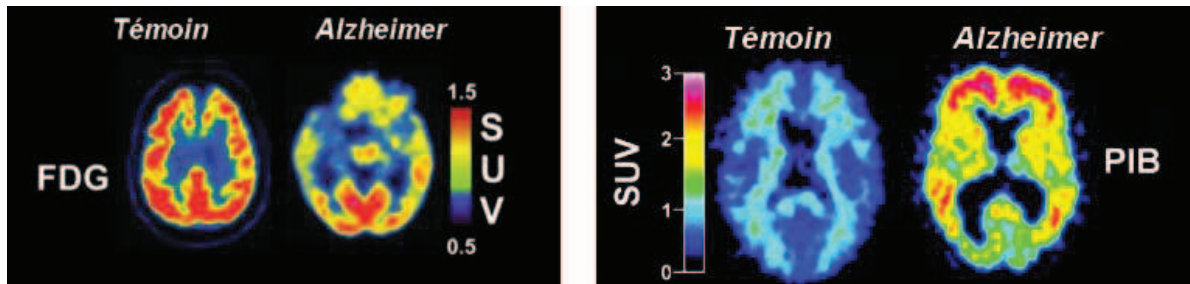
PET-scans au ^{18}F -FDG pour visualiser l'hypométabolisme du glucose cérébral et PET-scans au PiB pour observer l'accumulation d'amyloïde dans la maladie d'Alzheimer (Klunk, Engler et al. 2004, Johnson, Fox et al. 2012).
